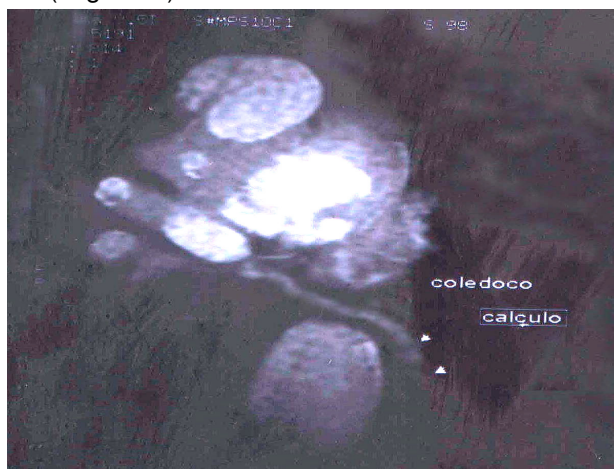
Colangiopressonância. Dilatação sacular da via biliar intra-hepática e coledocolitíase.
